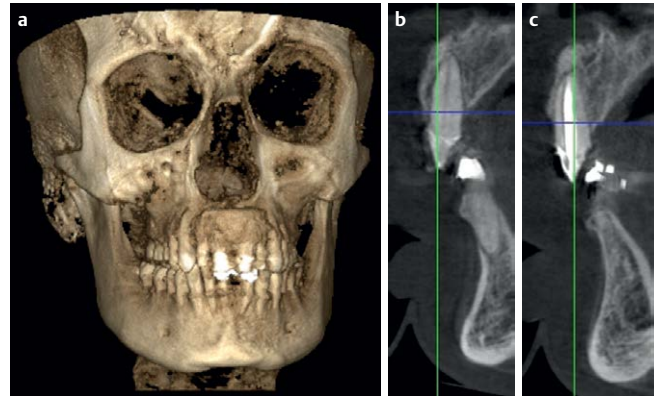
a, b Vor Behandlungsbeginn angefertigte volumetomografische Aufnahmen ergaben, dass der Alveolar-knochen an beiden mittleren Schneidezähnen bukkal sehr dünn war. Eine der beiden Zähne war nach einem Trauma im jugendlichen Alter wurzelbehandelt worden.
